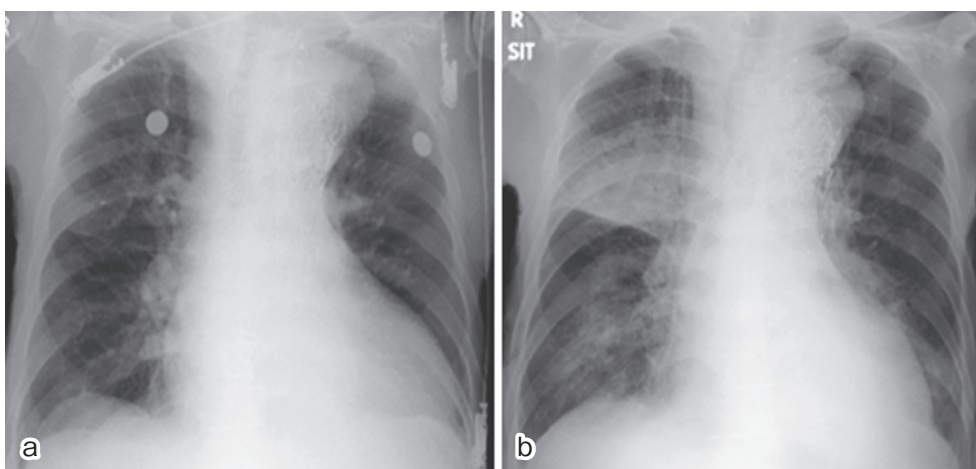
胸部単純写真の経過 [a:入院時, b:第6病日(呼吸状態増悪時)]
